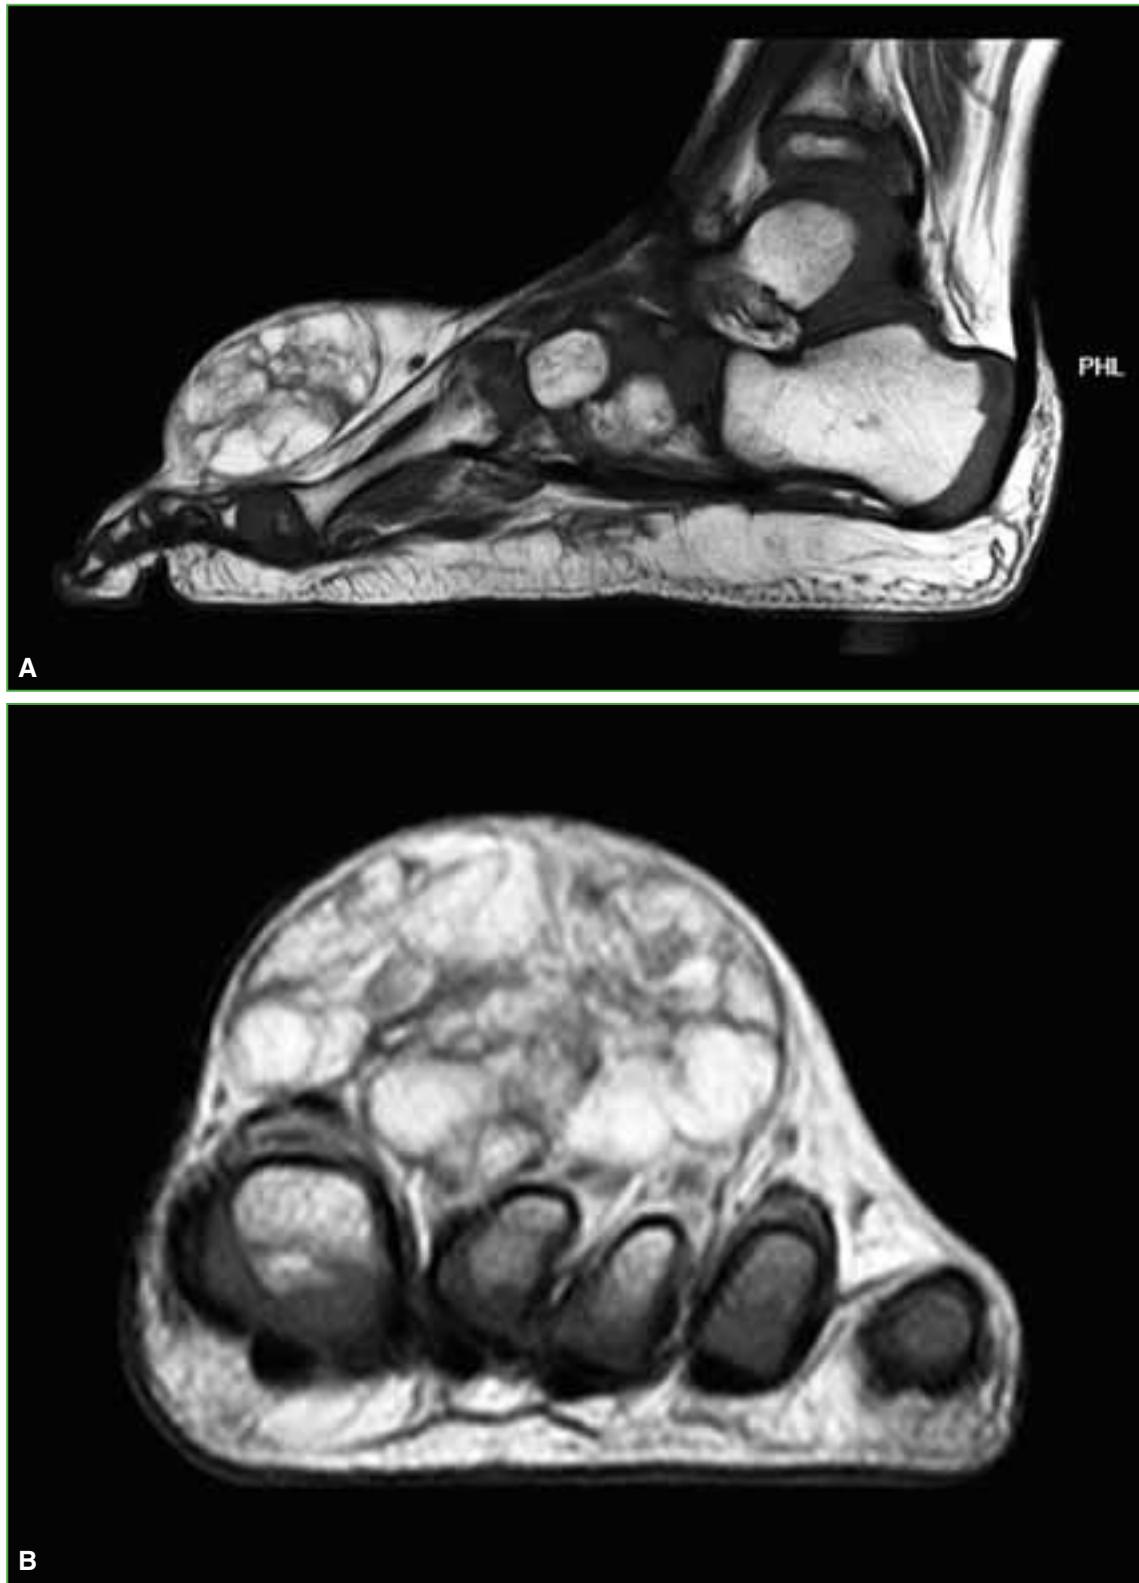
Resonancia magnética en secuencia potenciada en T1. A. Corte sagital. B. Corte axial.
